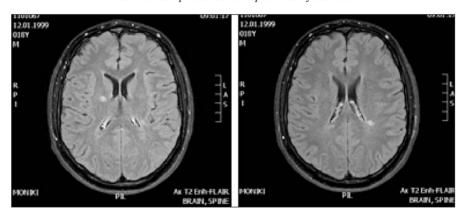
Пациент X., 17 лет. MPT головного мозга. Появление новых очагов в белом веществе гемисфер головного мозга. В субкортикальном белом веществе правой теменной доли, а также перивентрикулярно заднему рогу левого бокового желудочка и в подкорковых ядрах справа определяются три очага, гиперинтенсивных на T2-FLAIR, размером до 6,6 мм, вытянутой и округлой формы, оси очагов ориентированы перпендикулярно мозолистому телу
